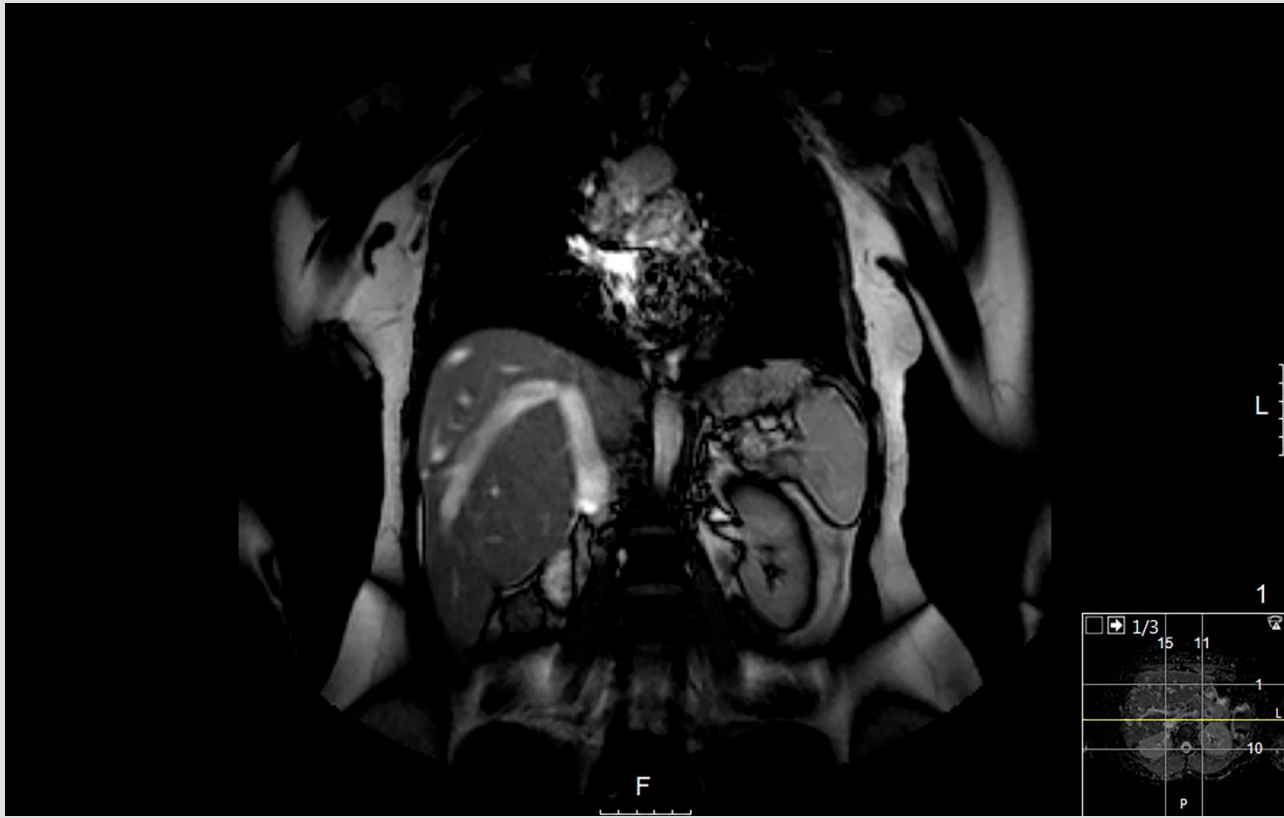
RMN com shunt intrahepático
